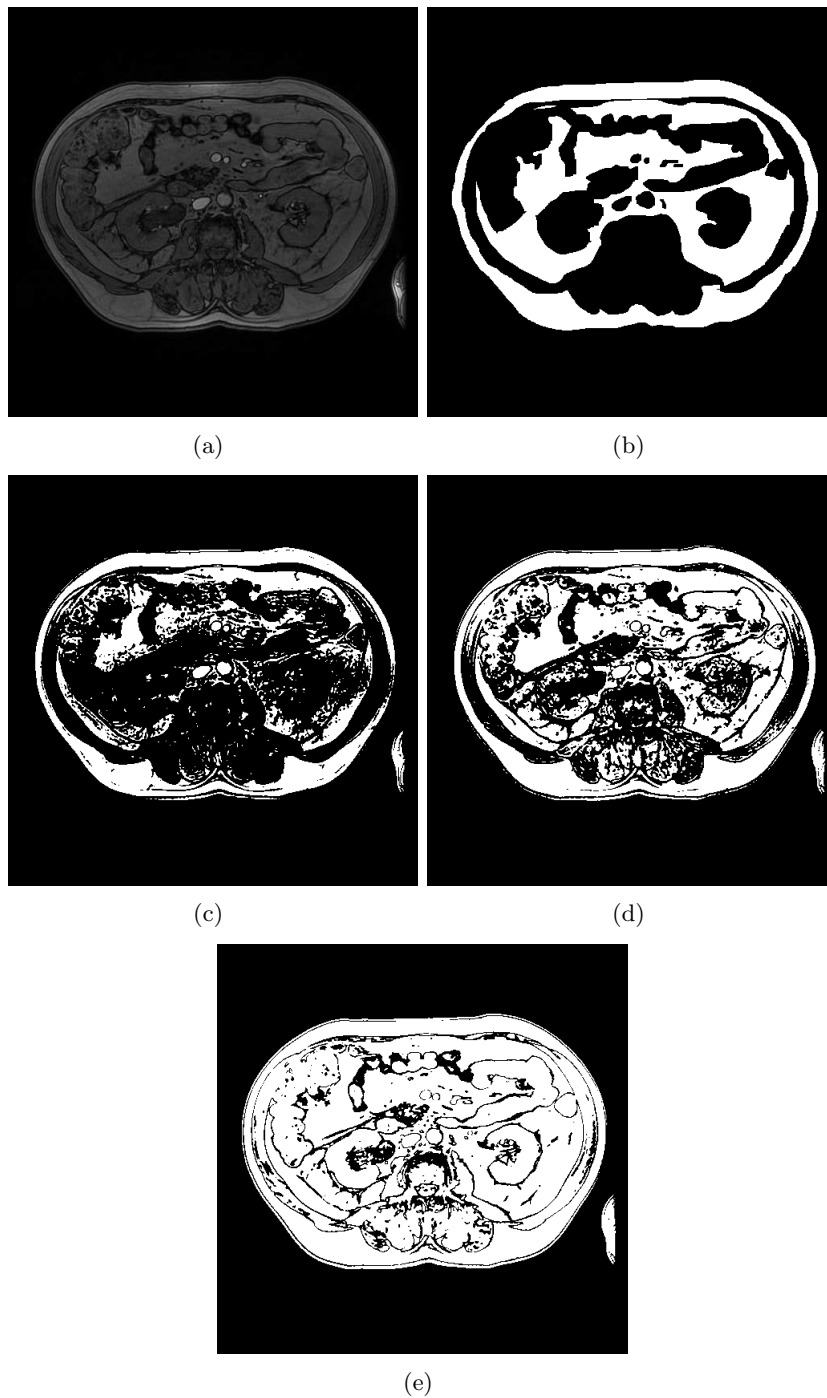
Résultats d'un seuillage manuel sur une image IRM abdominale (a) pour un seuil trop faible (c), un seuil moyen (d) et un seuil trop fort (e). (b) est le résultat de la segmentation manuelle de l'expert.
